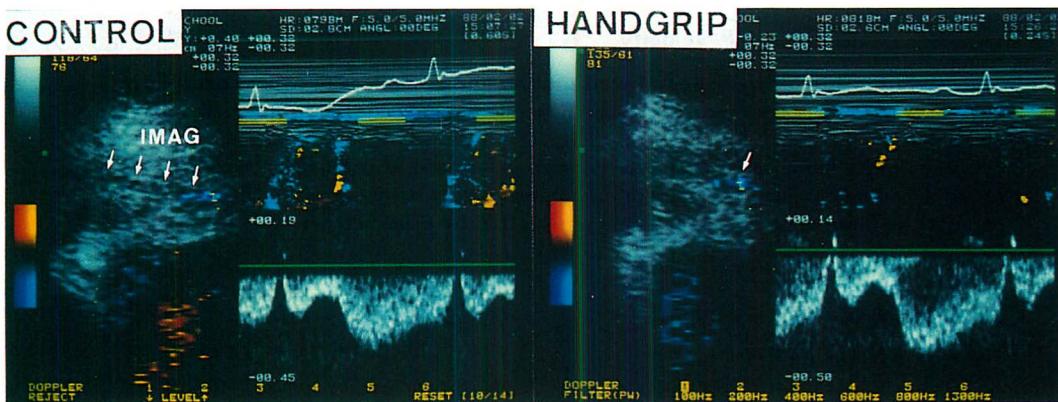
Exercise Doppler echocardiogram of a patient with increased bypass graft flow.
